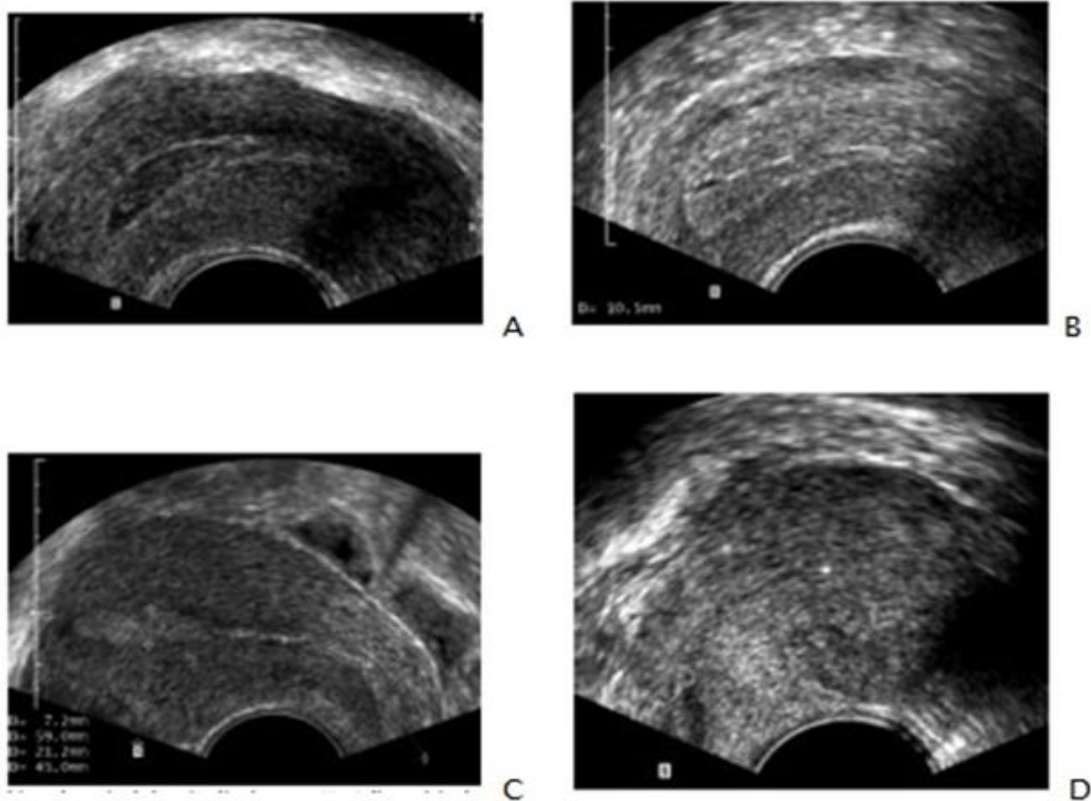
échographie de l'endomètre normal [51]
